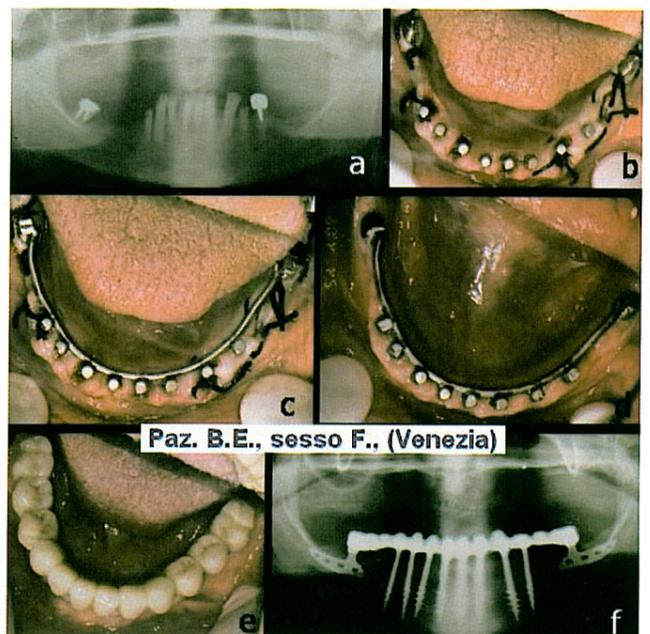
• a) Ortopantomografia preoperatoria b) I 10 impianti alla fine dell'intervento prima della saldatura c) I 10 impianti alla fine dell'intervento dopo la saldatura d) Aspetto clinico dopo la stabilizzazione dei tessuti molli e) Protesi fissa definitiva f) Ortopantomografia di fine trattamento
